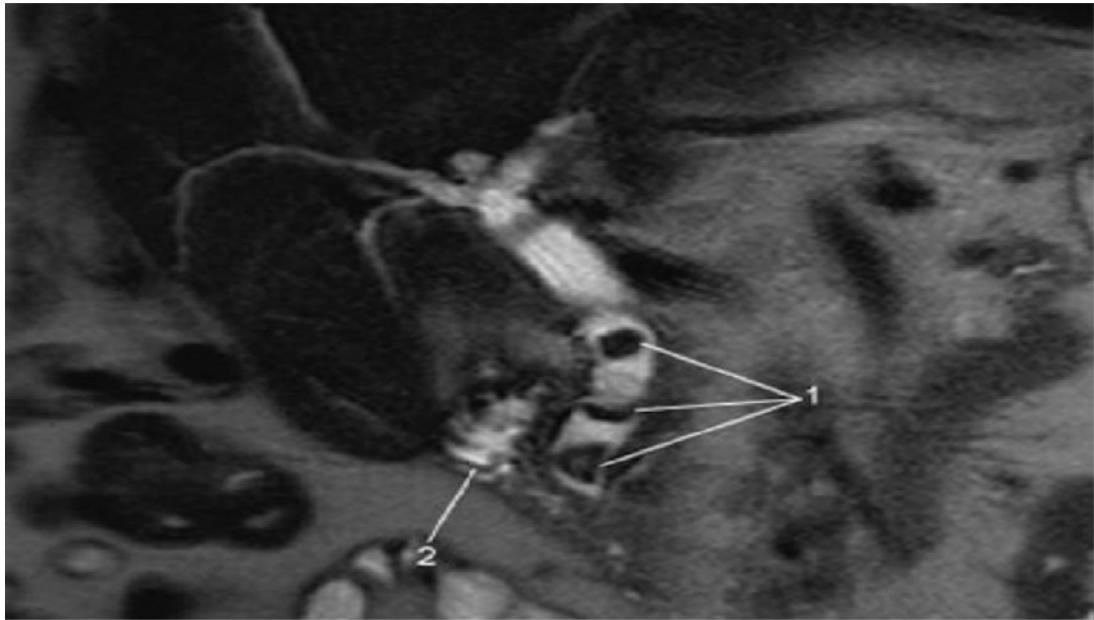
Cholangio–IRM pour angiocholite montrant : des calculs intra cholédocien avec nette dilatation de la VBEH avec (1) Calculs intra cholédociens (2) Duodénum
